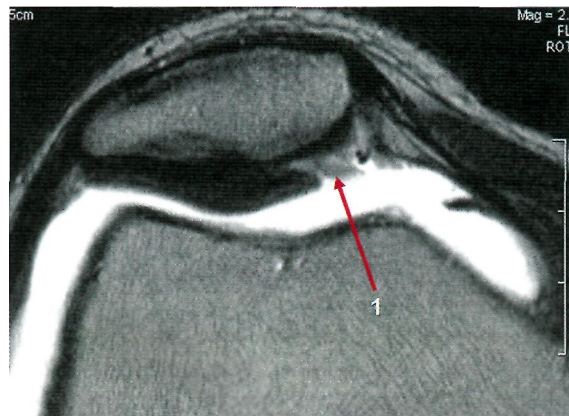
МРТ коленного сустава при хондромалиции. Визуализируется участок размягчения суставного хряща надколенника при хондромалиции III степени, соответствующий изменениям по типу «крабового мяса» при артроскопии.
